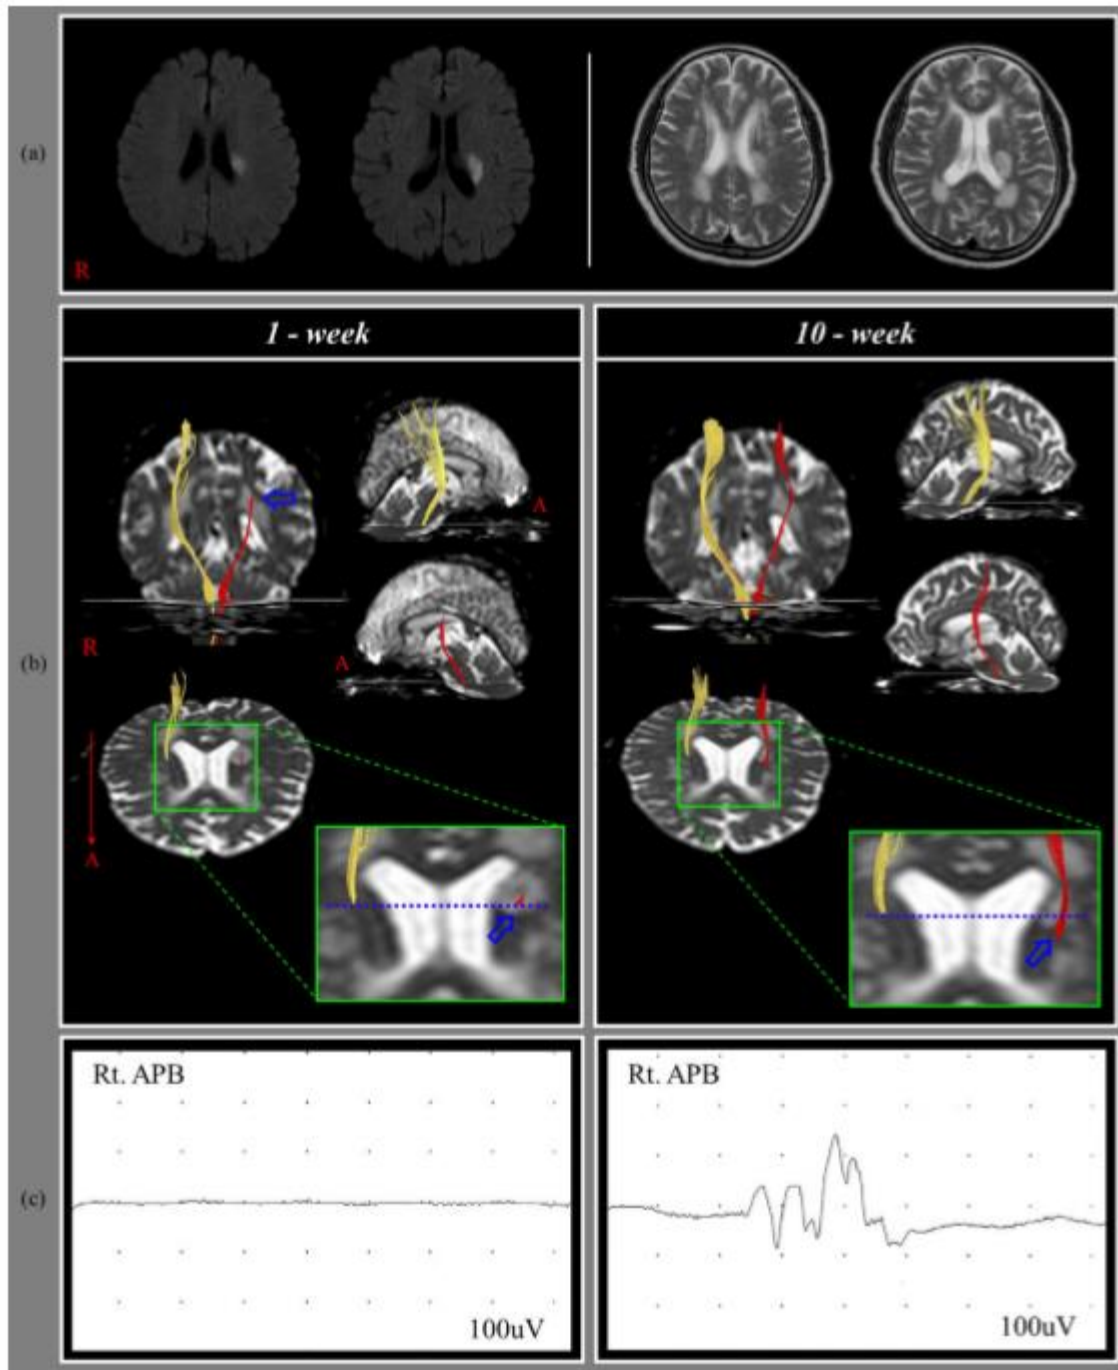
(a) Diffusion-weighted (onset) and T2-weighted (one-week after onset) brain MR images show an infarct in the left corona radiata (CR), which is the descending area of the corticospinal tract (CST). (b) Results of diffusion tensor tractography (DTT). On one-week DTT, the left CST shows discontinuation (arrow) at the CR infarct level. However, on 10-week DTT, the left CST descends through the anterior area (arrow) of the CR infarct. (c) Results of transcranial magnetic stimulation (TMS). No motor-evoked potential (MEP) was obtained at the right abductor pollicis brevis muscle when stimulating the left hemisphere on one-week TMS; however, on 10-week TMS, an MEP was obtained at the right abductor pollicis brevis muscle (latency: 23.2 ms; amplitude: 200 uV; ET: 100%).
